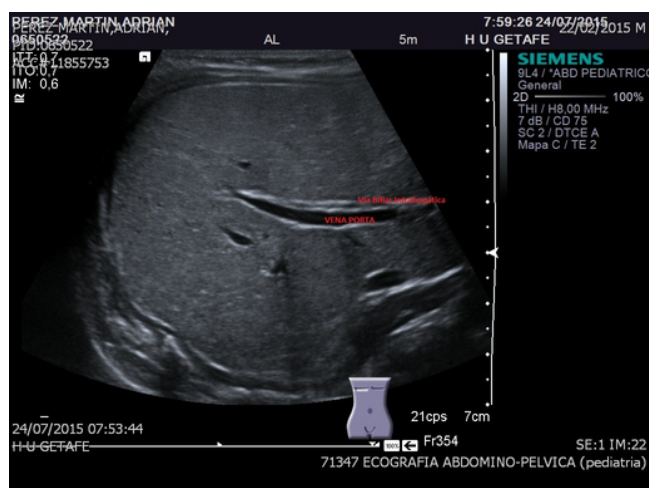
Ecografía Vía Intrahepática
